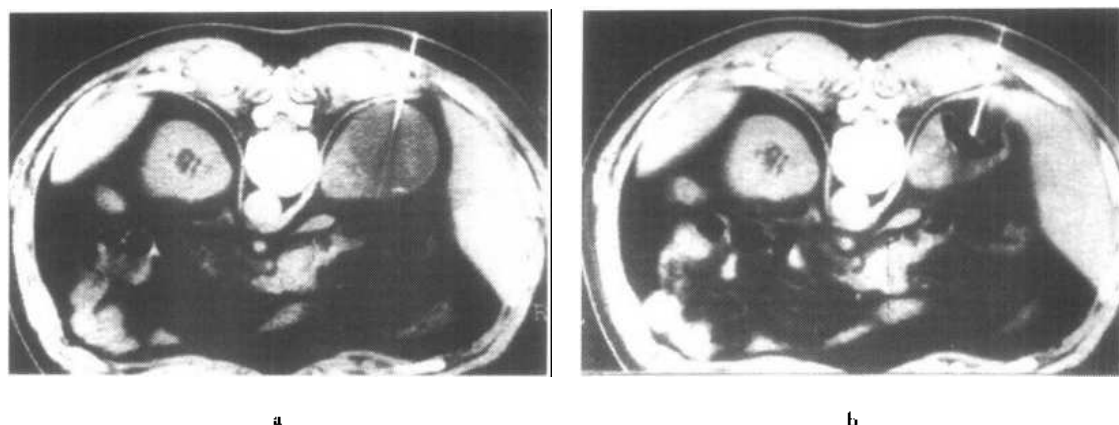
右肾囊肿 CT 引导下经皮硬化治疗
